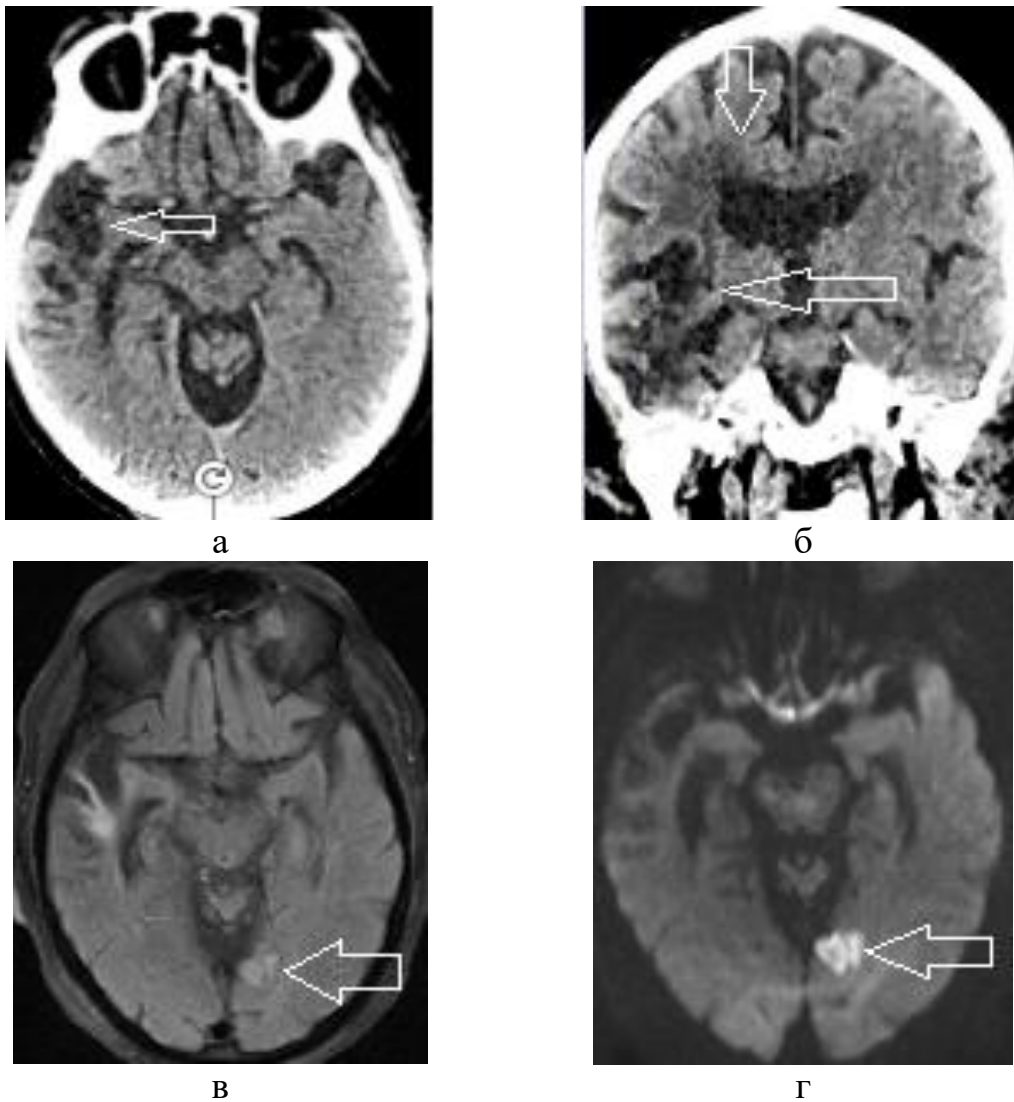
Больной М., 75 лет. (И/б 13278/2018). По данным проведенного КТ исследования (а, б), выявлено в лобной и височной долях правого полушария головного мозга отмечаются кистозно-глиозные изменения (стрелки). КТ-данных за внутричерепное кровоизлияние не получено. ASPECTS 10 (по левому полушарию головного мозга), КТ-картина последствия НМК в бассейне пСМА. На МРТ в левой височно-затылочной области определяется зона структурных изменений с четкими неровными контурами, с ограничением диффузии в виде гиперинтенсивного МР-сигнала (стрелка) на ДВИ (г) с фактором взвешивания $b=1000$ (17x16 мм) на FLAIR (в) аналогичные изменения (стрелка) - ОНМК по ишемическому типу
